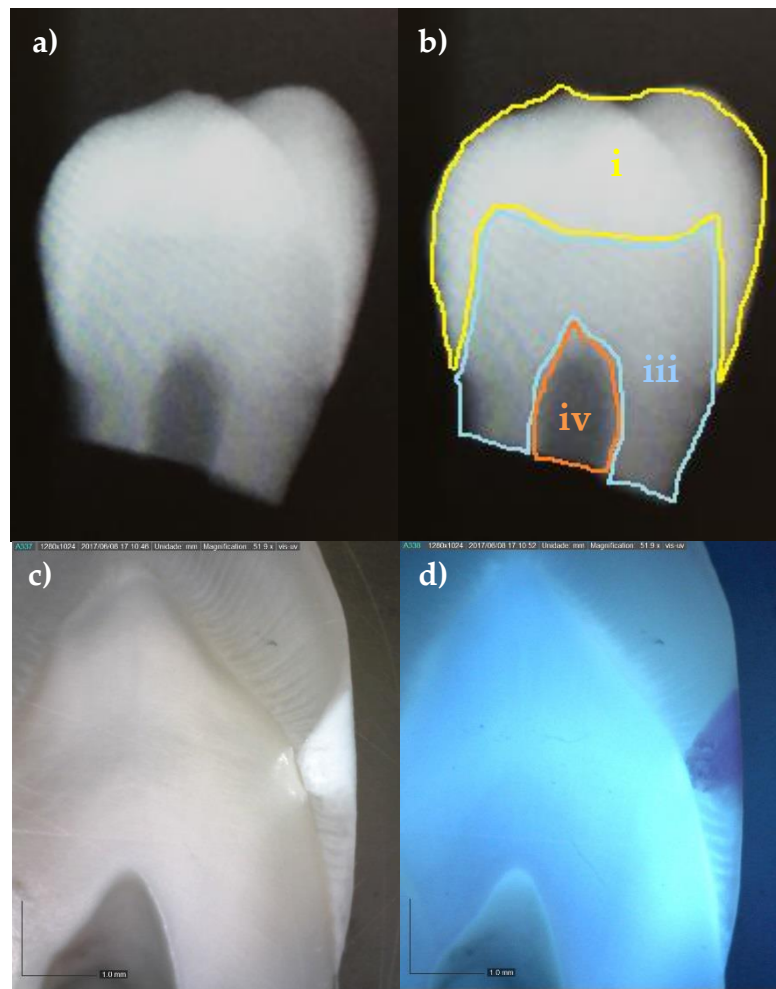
Imagens adquiridas para o espécime A1 com lesão branca. a) Radiografia; b) radiografia analisada de forma a indicar as estruturas: i) esmalte; iii) dentina e iv) cavidade pulpar; c) imagem adquirida por microscópio digital com iluminação de luz branca e d) imagem adquirida por microscópio digital com iluminação UV.
